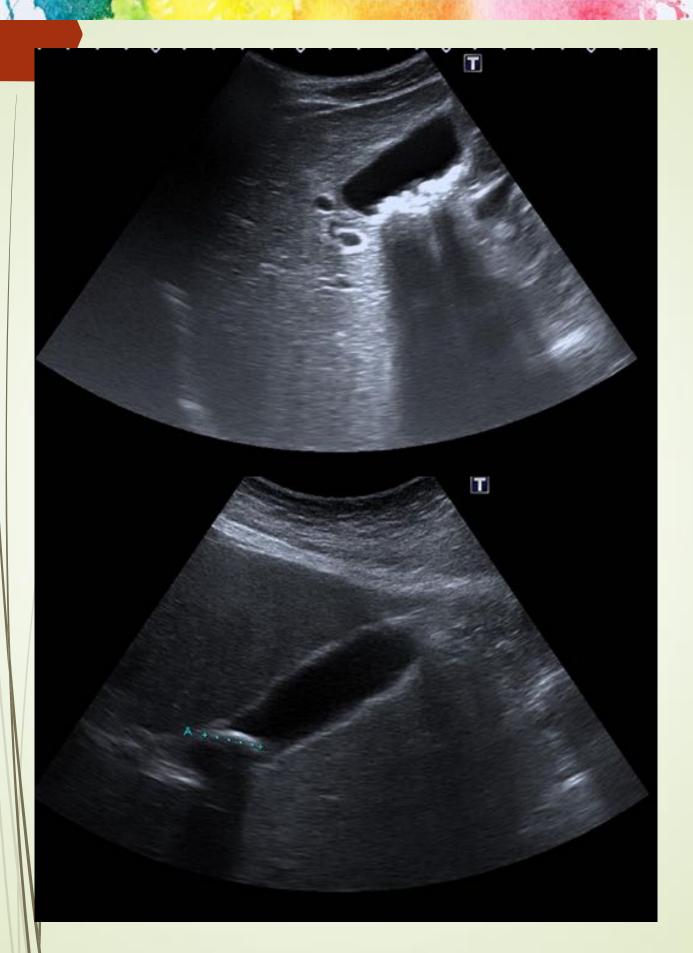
Ecografía de abdomen de diferentes pacientes, donde se observan en la vesícula biliar imágenes hierecogénicas, intraluminales y con sombra posterior, compatibles con colelitiasis.
